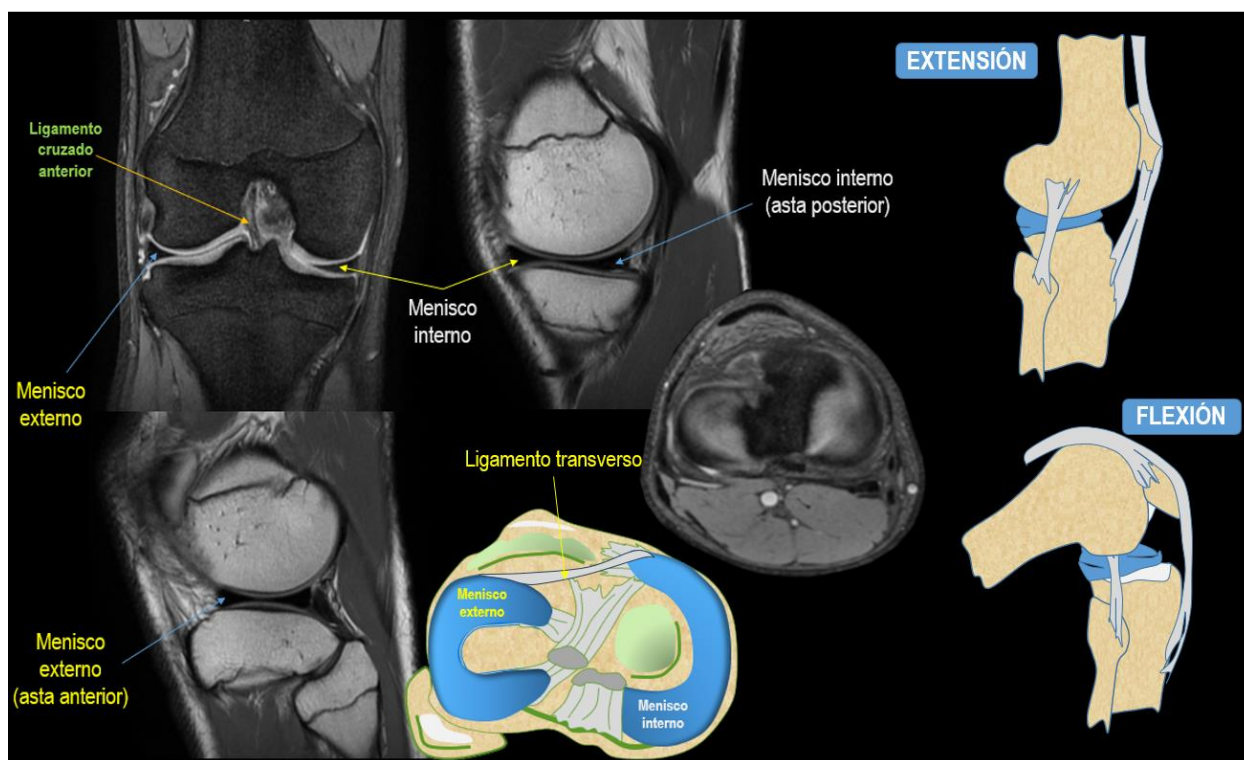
Meniscos de la rodilla e inserciones tibiales de los ligamentos cruzados. Composición sobre RM axial.
